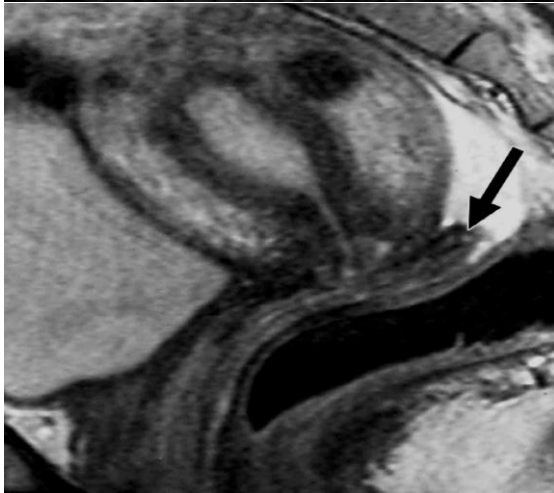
IRM en coupe sagittale T2. Expansion postérieure de la paroi vaginale formant un « néo cul de sac vaginal » aspect post-opératoire classique post-trachélectomie [18].
